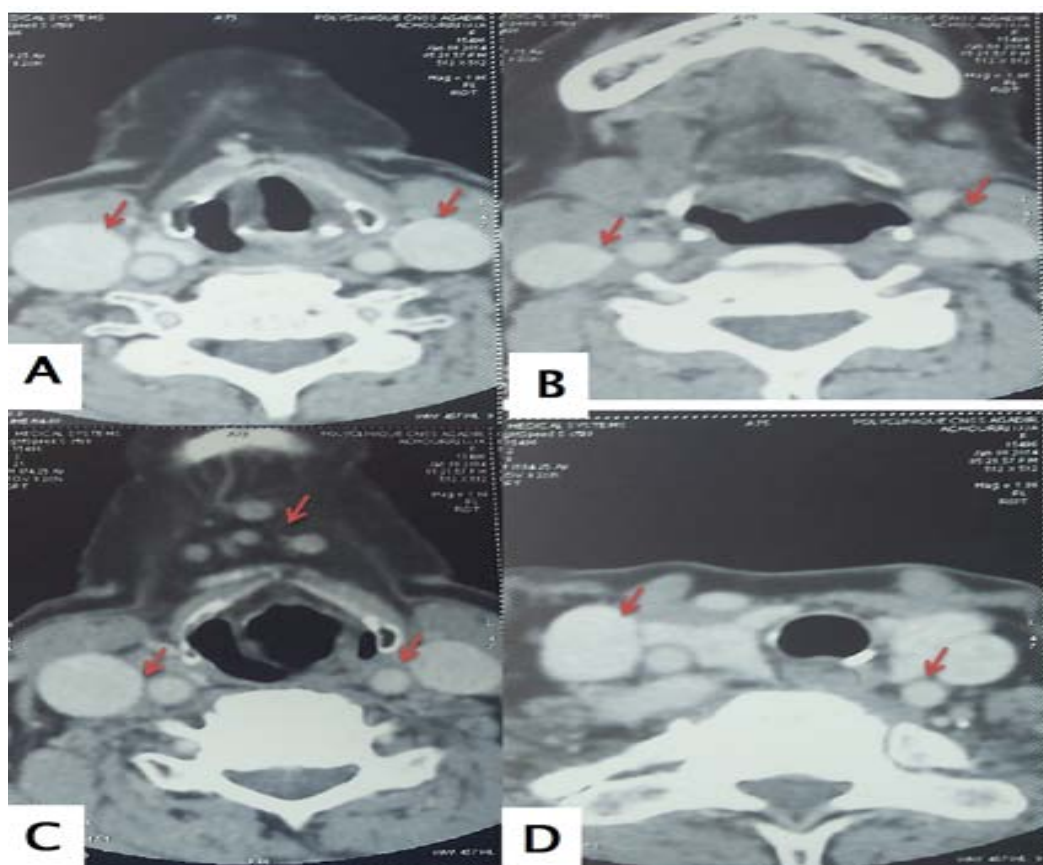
TDM cervicale montrant plusieurs adénopathies centimétriques sur les chaînes ganglionnaires latéro-cervicales (A, B, D) et sous mandibulaires (C).
